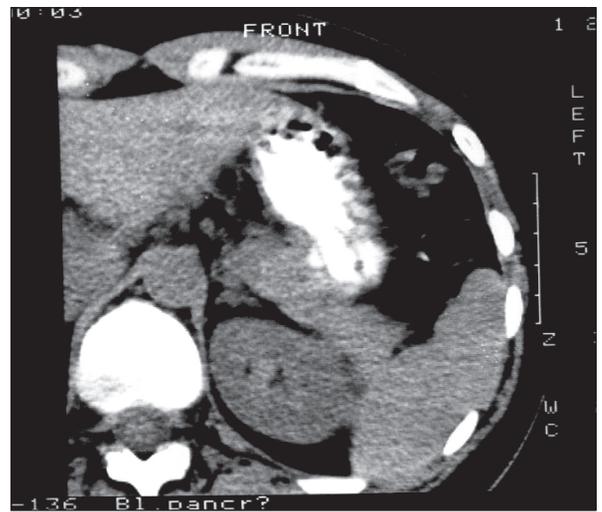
КТ желудка. В антральном отделе желудка определяется экзофитное образование
